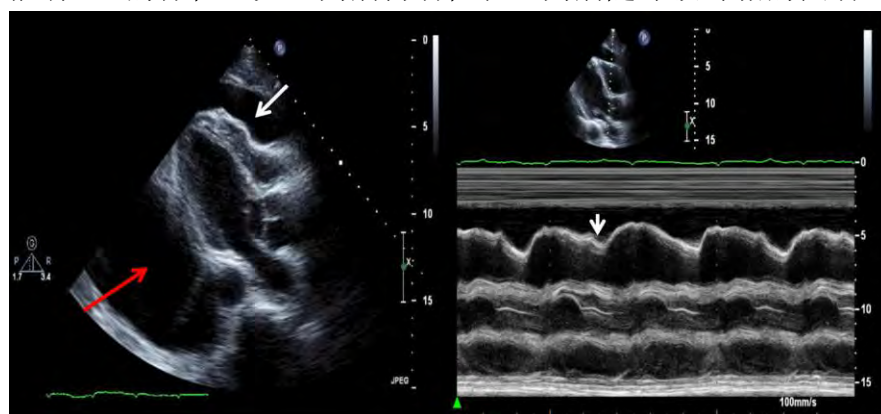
二维超声心动图显示中量的心脏前的心包积液（白色箭头）和大量胸腔积液（红色箭
